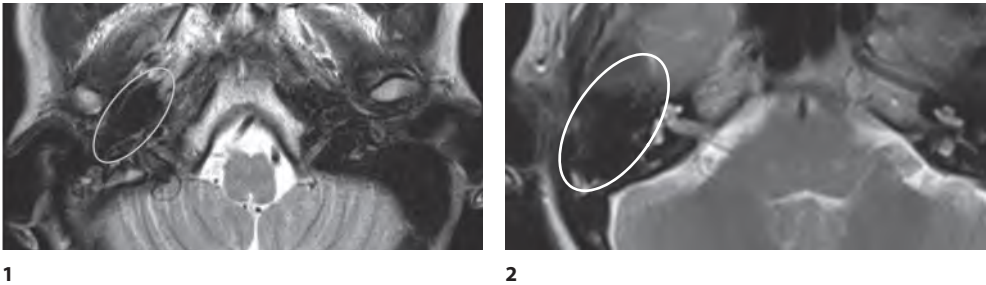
Контрольные МРТ пациентов с: 1 – дермоидной кистой; 2 – холестериновой гранулемой через 12 месяцев. Нет признаков рецидива
